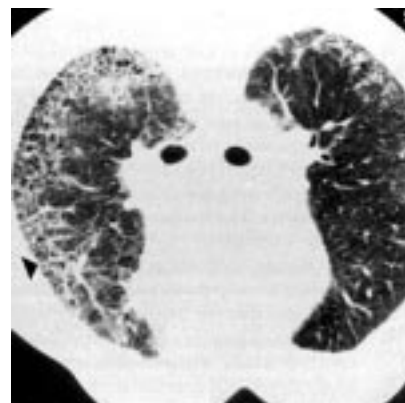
Компьютерная томограмма: ИФА, “сотовое легкое”.
